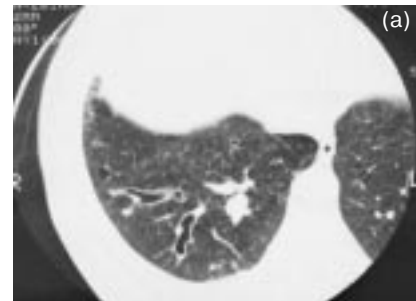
КТ правого легкого. Цилиндрические бронхоэктазы, мукоцеле. Бронхи базальных сегментов расширены, часть из них содержит воздух, часть заполнена бронхиальным секретом.
